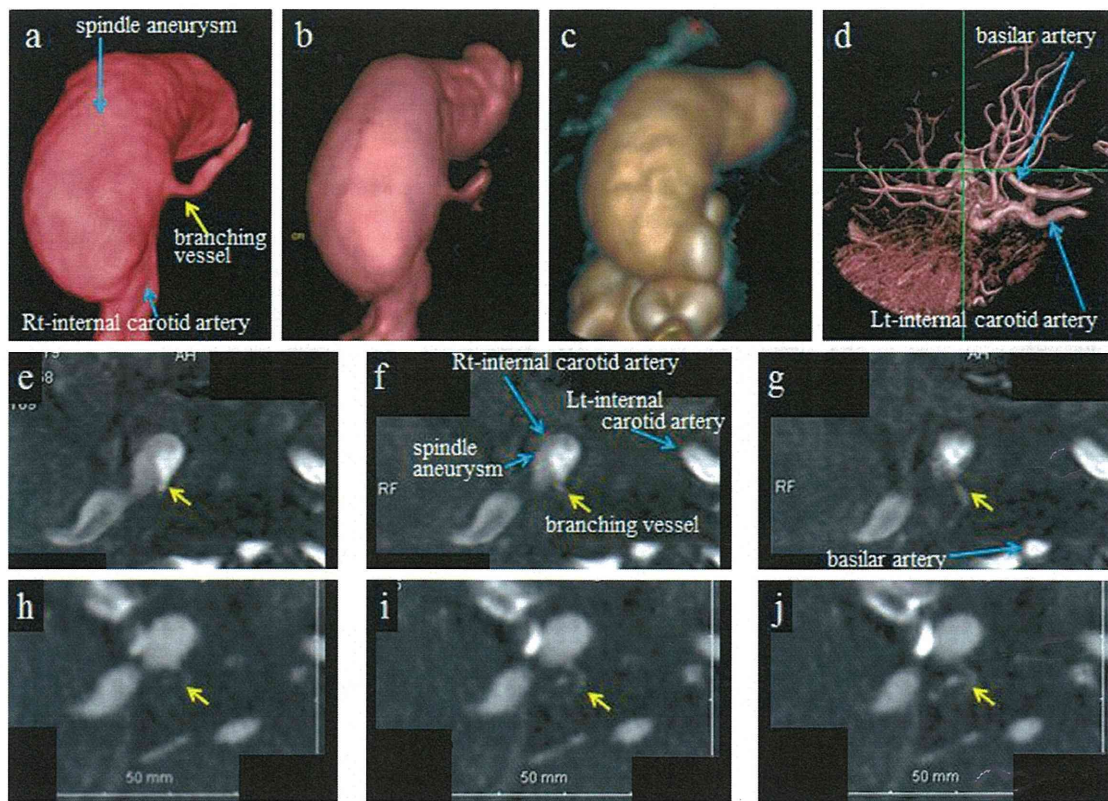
False negative on 'CTA-VR+source images' and true positive on 'MRA-VR+source images' observed in patient 19. (a) VR-rotational DSA; (b) MR-VR; (c) CTA-VR; (d) global image of (b). The aspect is the same in (a)–(c). (e)–(g) MRA source images. (h)–(j) CTA source images. The yellow arrows indicate a branch vessel arising from the sac of the aneurysm, which is positioned at the center of image (d). For subfigures (e)–(g) and (h)–(j), the image slices run superior to inferior, from left to right. (For interpretation of the references to color in this figure legend, the reader is referred to the web version of the article.)
